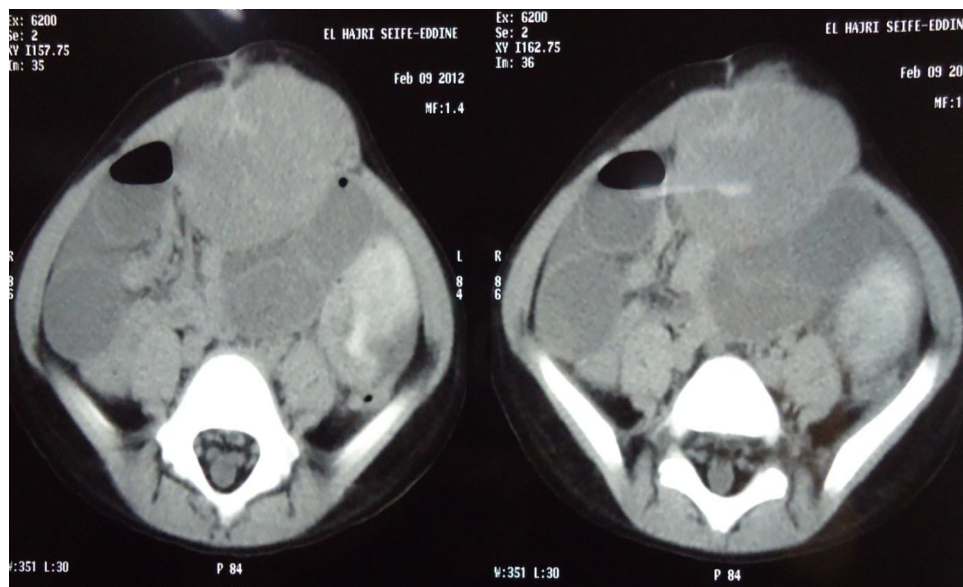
coupe transversal de la TDM du patient montrant la masse abdominale qui dépend du muscle grand droit gauche
